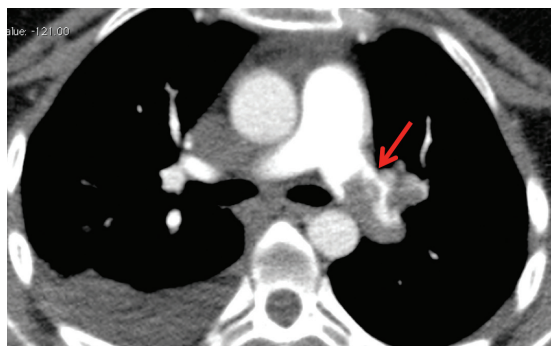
Angiotomografia que mostra falha de enchimento em artéria pulmonar esquerda (seta).
